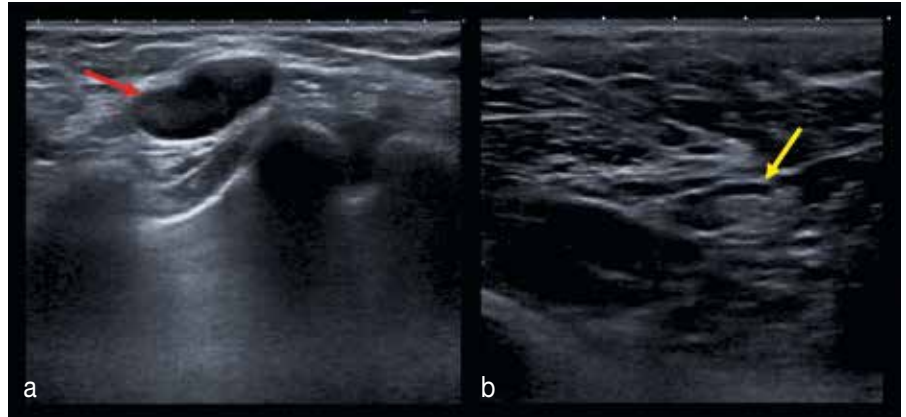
Prätherapeutische und präoperative Axillasonografie einer vom cN+ zum ycN0-Status unter Neoadjuvanz konvertierten Patientin. a) Darstellung der glatt begrenzten echoarmen Lymphknotenmetastase (roter Pfeil) vor Beginn der neoadjuvanten Chemotherapie (cN+). b) Nach Abschluss der Chemotherapie lassen sich ausschließlich normal konfigurierte Lymphknoten mit unauffälliger Mark-Rinden-Relation (gelber Pfeil) darstellen (ycN0)
